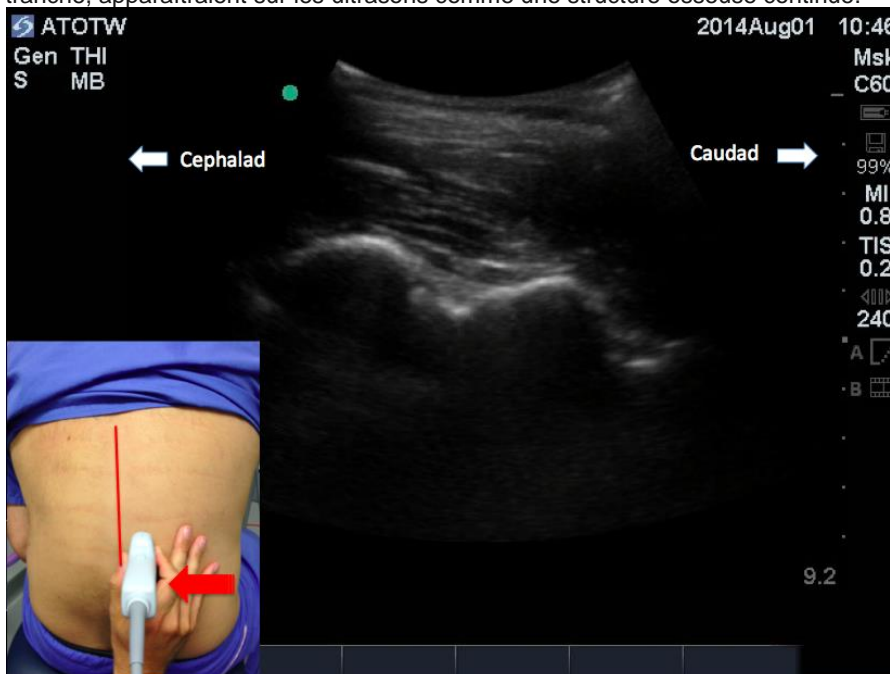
Vue para-sagittale plus médiane à la vue précédente de la figure 1. Une structure osseuse continue avec une ombre ultrasonique totale en dessous est vue à une profondeur plus superficielle par rapport aux apophyses transverses de la vue précédente. (Ligne médiane de la colonne vertébrale indiquée par la ligne verticale rouge)
